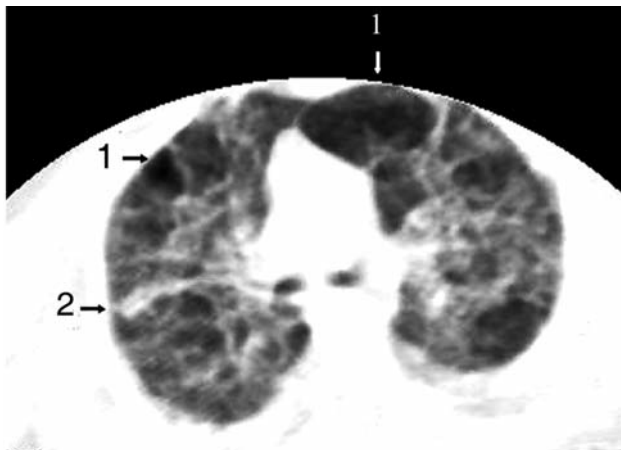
КТ в аксіальній площині недоношеної дитини з БЛД III ст. Симптом "стілнкової легені" — множинні емфізематозні булли (1) на фоні грубого пневмофіброза (2).
